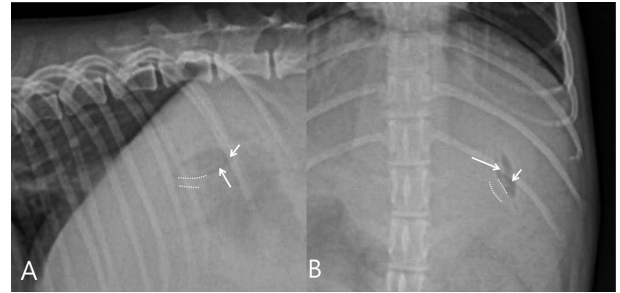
In close-up from right lateral (A) and ventro-dorsal (B) radiographs, a seed shows the characteristic structure consisting of the outer solid shell (dotted lines), inner soft center (long arrow) and gas (short arrow) even though it is a transparent foreign body.
